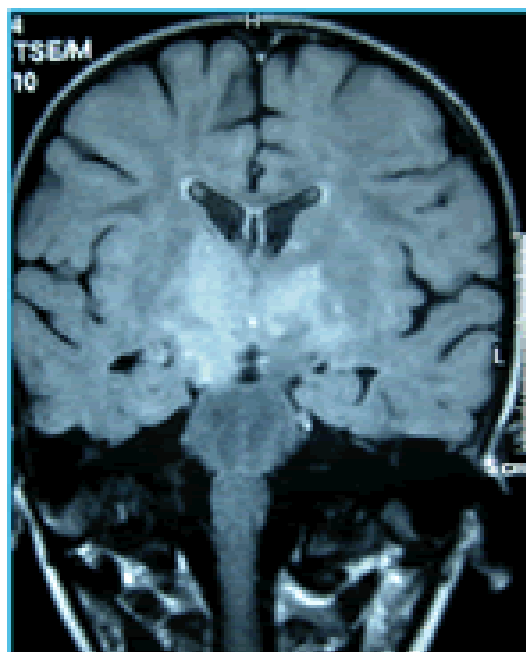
RMN sezione coronale: interessamento bilaterale della capsula interna, dei peduncoli cerebrali e del mesencefalo (ingrandisci).
